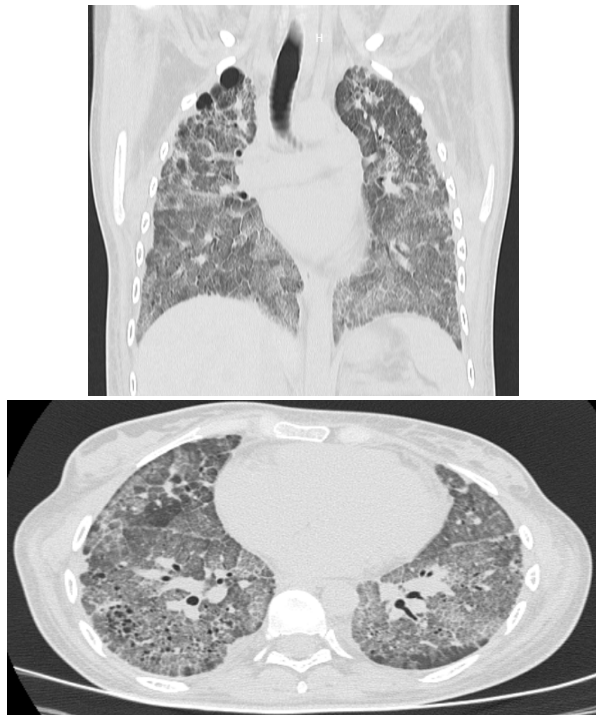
Tomografía de tórax en alta resolución, se observa el "Crazy Paving". Corte transversal y corte longitudinal.
